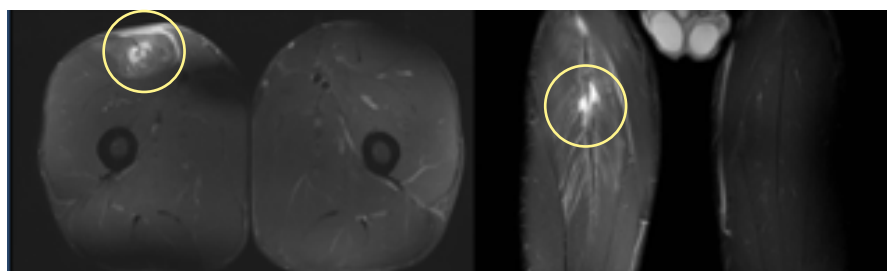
Imagem de RM axial (esquerda) e coronal (direita) em STIR da coxa direita: lesão muscular aguda da junçãomiotendinosa da cabeça indireta do músculo reto femoral, com rotura da aponevrose central intramuscular.
